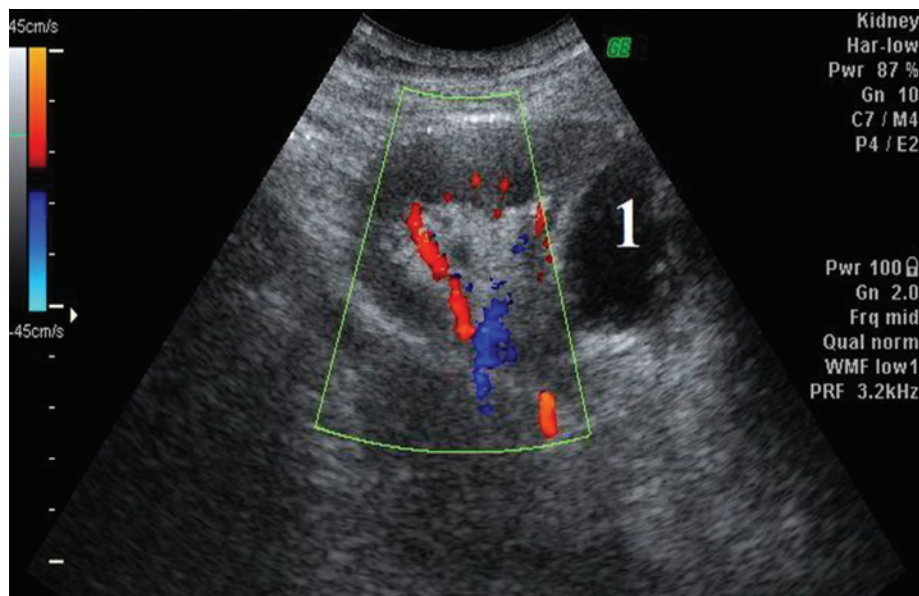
Контрольное УЗИ с ЦДК.
